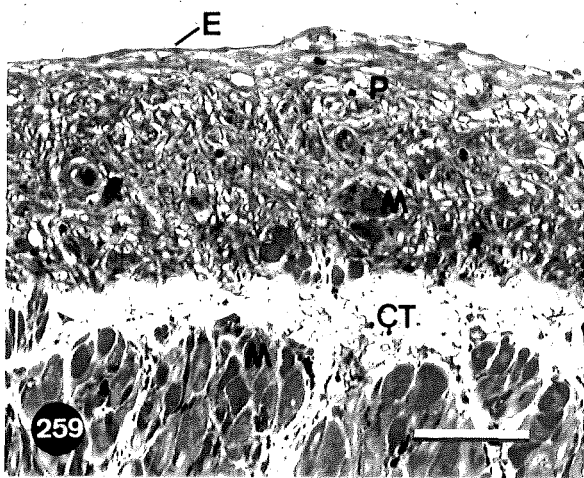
Al 15 dies, les cèl.lules del pseudoblastema presenten un orientació paral·lela a la superfície. Coloració hematoxilina/eosina. CT: teixit connectiu. E: epiteli. P: pseudoblastema. Barra: 100 µm.
